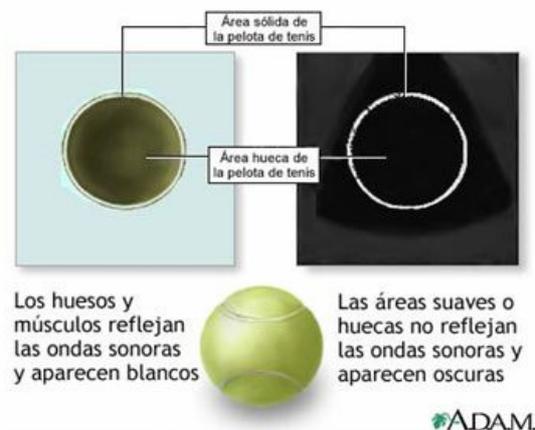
Comparación sobre el ultrasonido. Fuente: [3]
